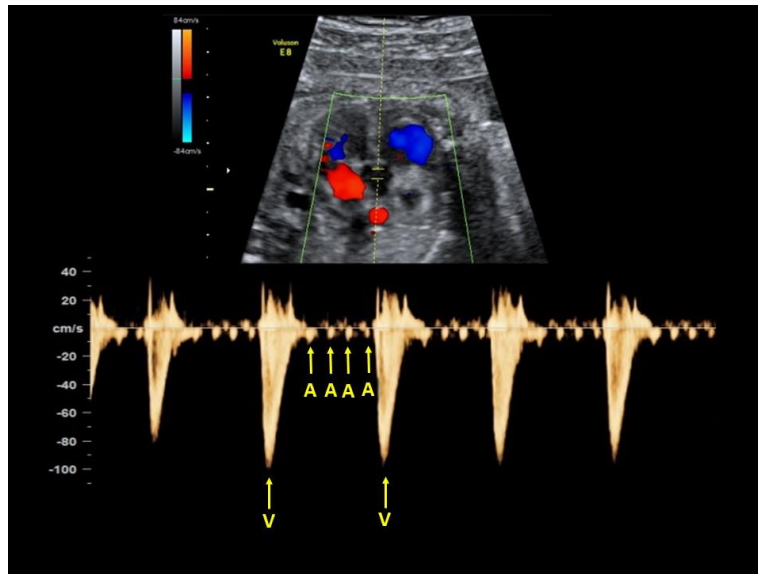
Flutter auricular. Doppler pulsado mitro-aórtico donde se observa como la frecuencia auricular (A) es mucho mayor a la frecuencia ventricular (V).
